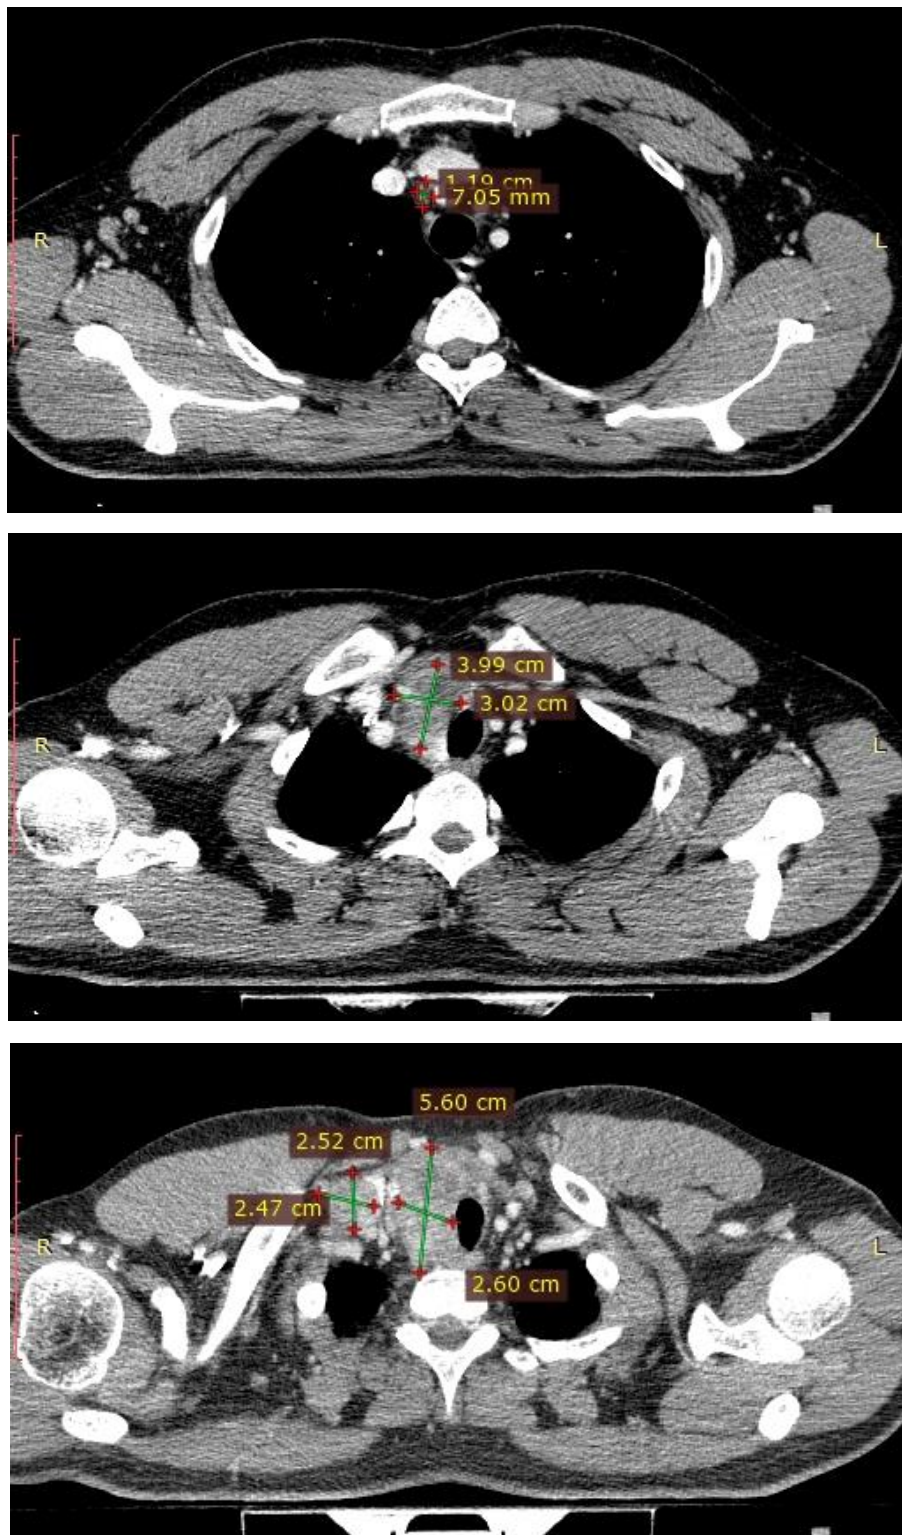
Зображення ЛВ та первинної пухлини за даними КТ діагностики пацієнта О., 30 років
